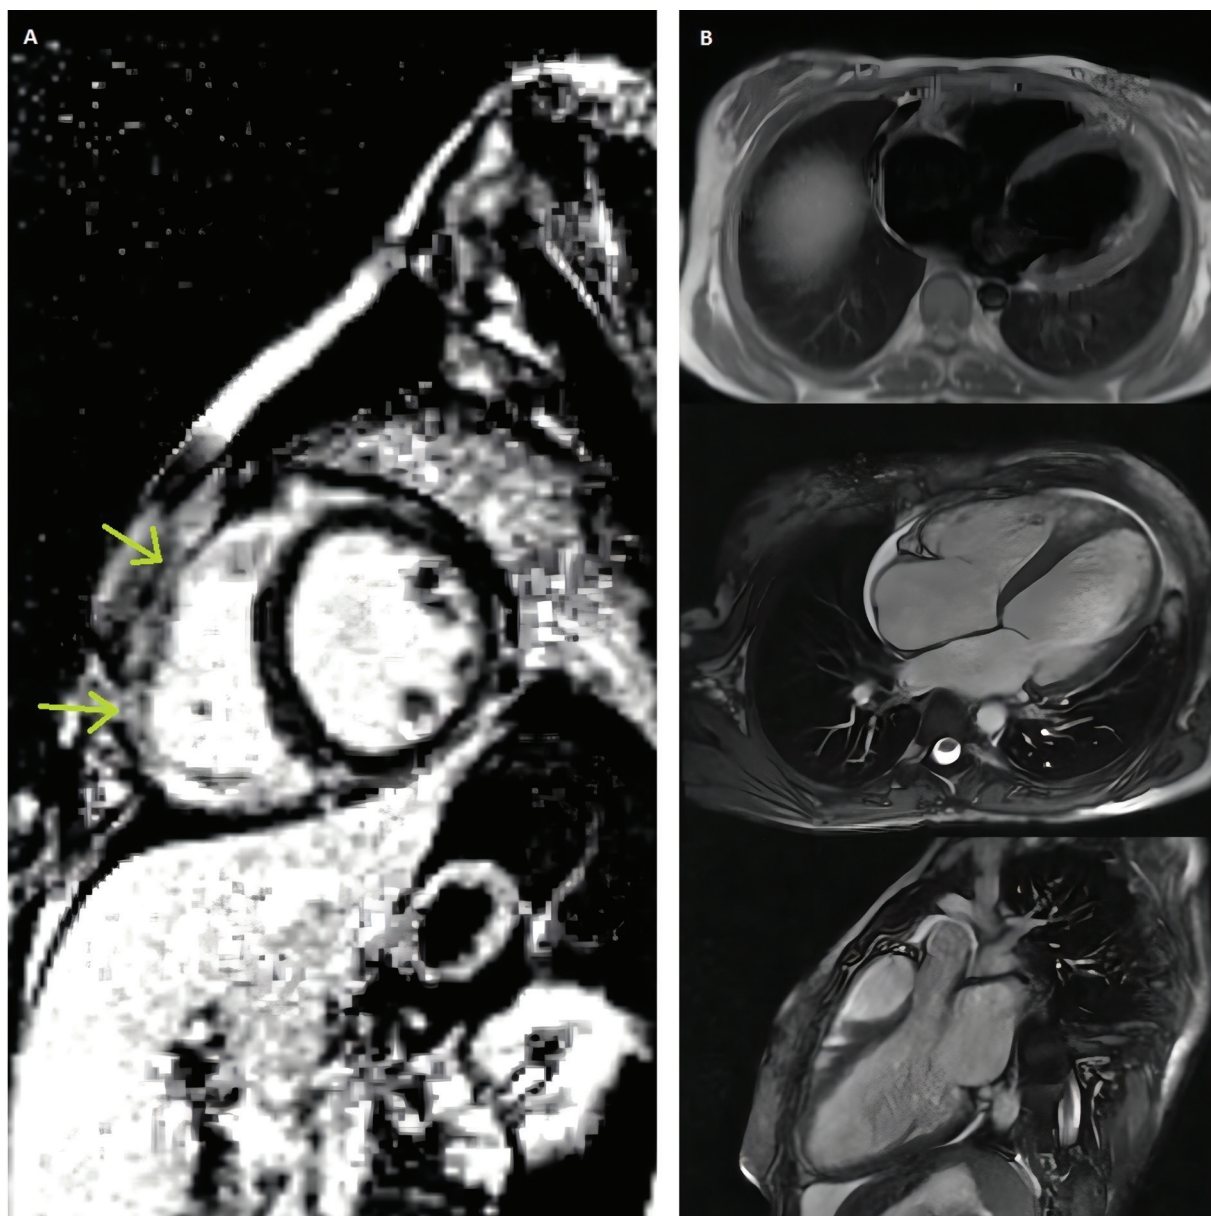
A. A RM cardíaca mostrou cardiomiopatia dilatada com comprometimento significativo da função global dos ventrículos esquerdo e direito. B. O realce tardio revelou fibrose mesocárdica linear na região septal (setas).
